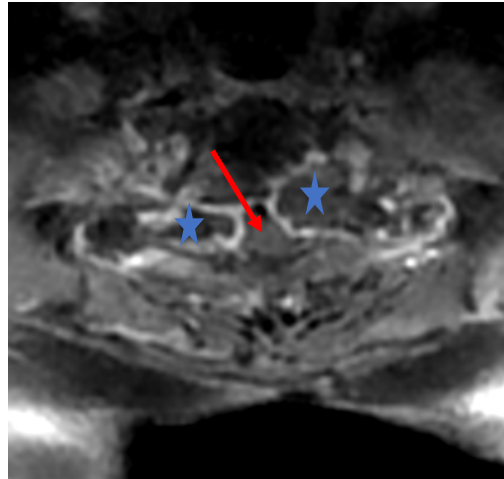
IRM dorsale en pondération T1 avec injection de Gadolinium, coupe axiale chez le même patient objectivant une extension foraminale bilatérale au niveau de D1 (★).
